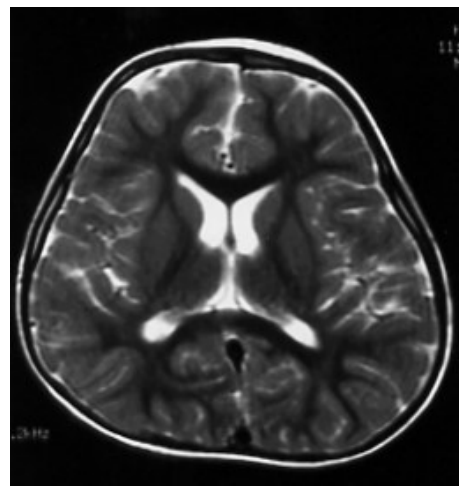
Normal brain MRI.
